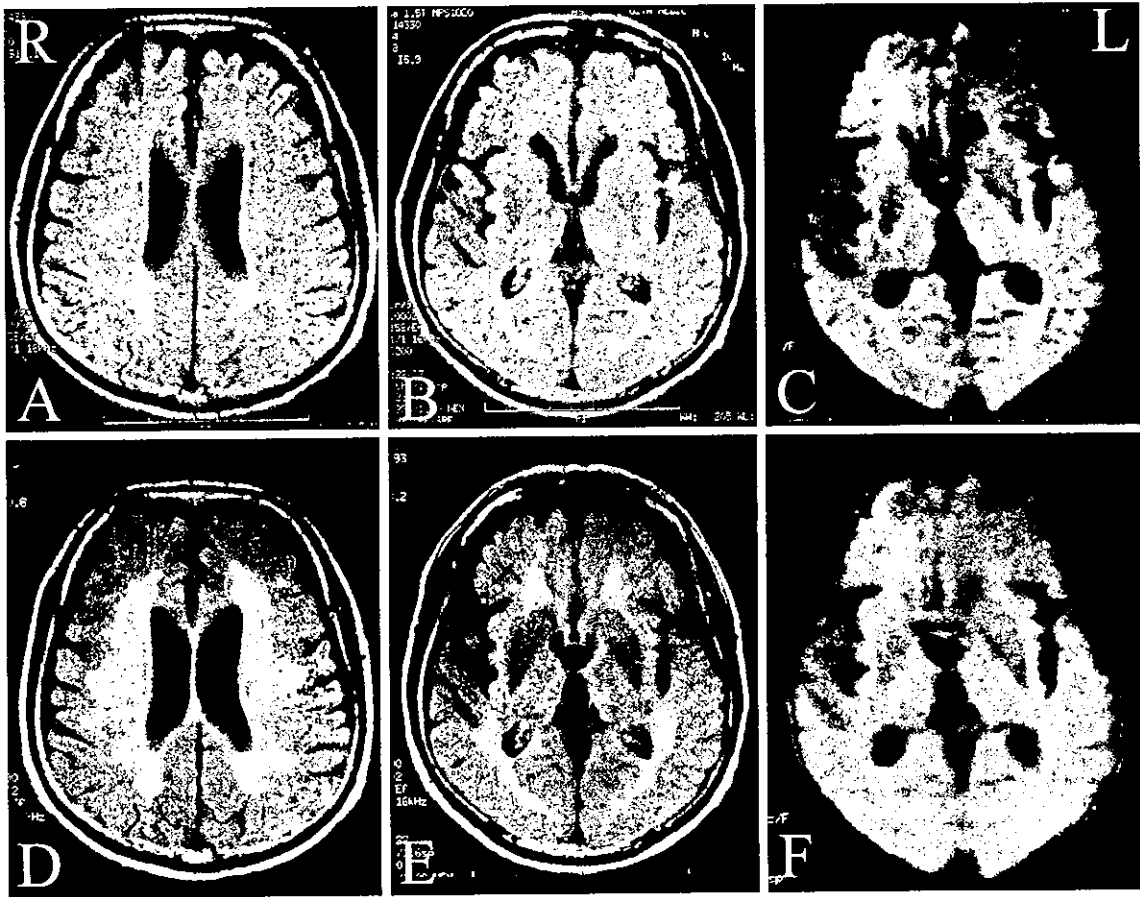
Axial FLAIR (TR 10,002, TE 158/Ef) weighted (A, B, D, E) and diffusion (TR 5,000, TE 108, Ef) weighted (C, F) brain MRI before (A-C) and after the steroid treatment (D-F). Less high intensity lesions in the white matter and the left thalamus are present (A-C). After the treatment, high intensity lesion in the left thalamus decreased, while that in the white matter increased (D-F).
